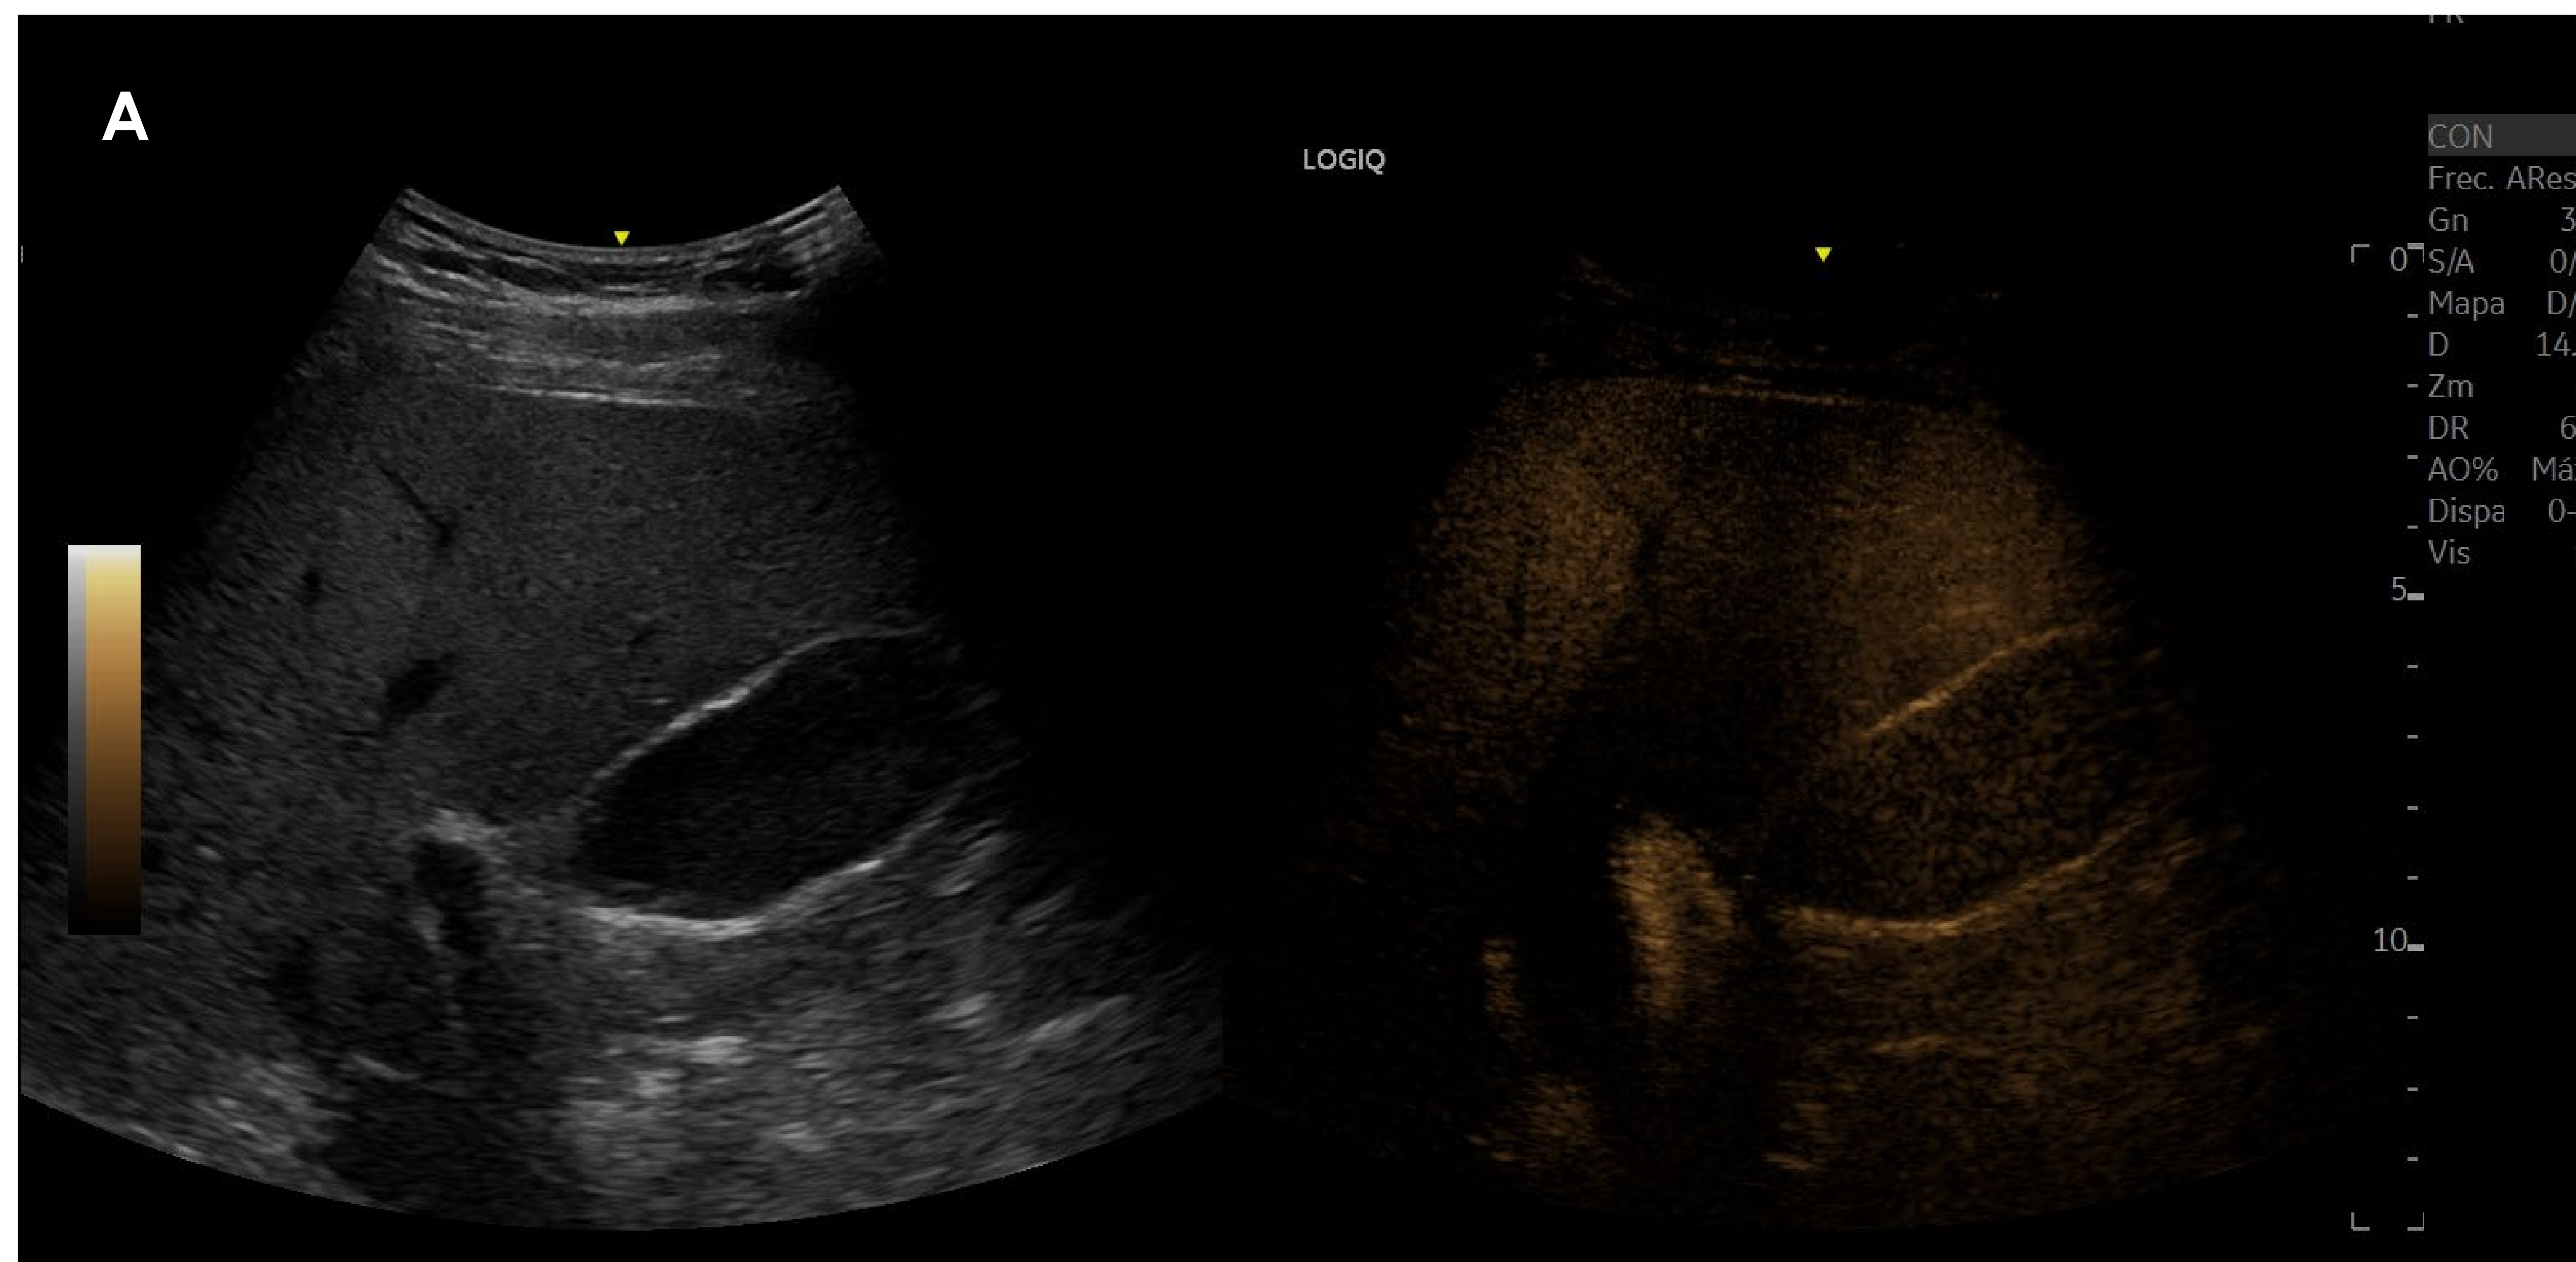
Ecografía con contraste, enfocando hígado, donde se puede visualizar el realce de vena porta (A) y ramas (B) en fase portal. Imágenes del servicio de Radiodiagnóstico del HME.
